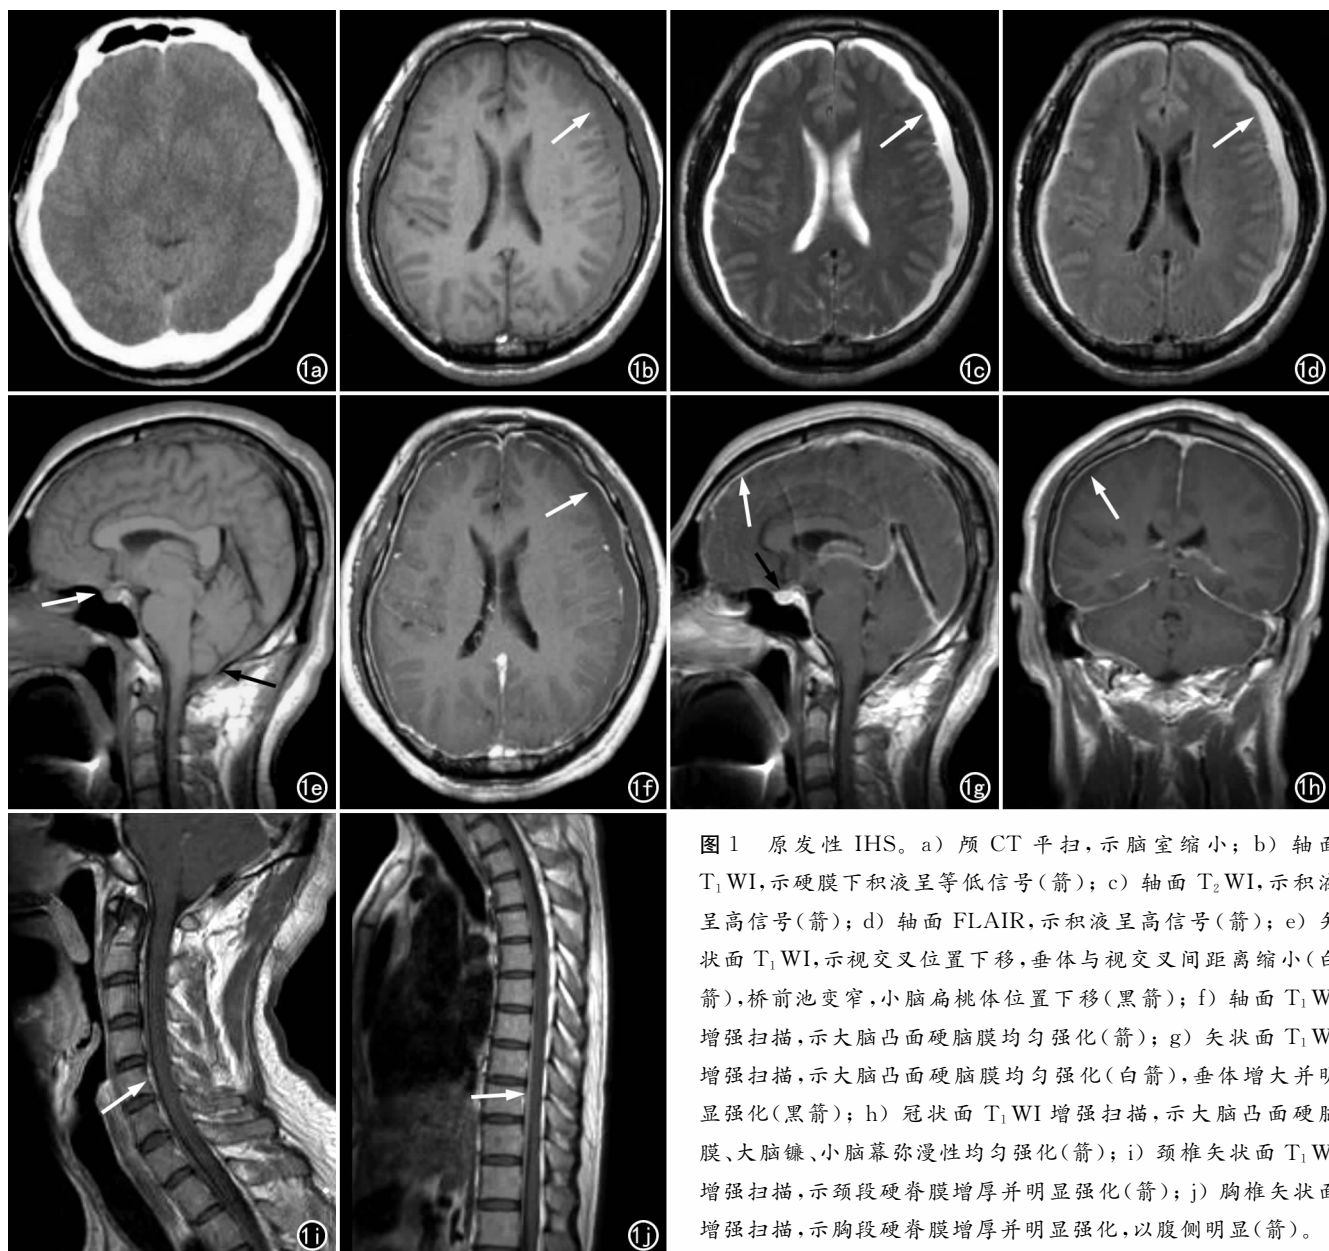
原发性 IHS。a) 颅 CT 平扫, 示脑室缩小; b) 轴面 T_1 WI, 示硬膜下积液呈等低信号(箭); c) 轴面 T_2 WI, 示积液呈高信号(箭); d) 轴面 FLAIR, 示积液呈高信号(箭); e) 矢状面 T_1 WI, 示视交叉位置下移, 垂体与视交叉间距离缩小(白箭), 桥前池变窄, 小脑扁桃体位置下移(黑箭); f) 轴面 T_1 WI 增强扫描, 示大脑凸面硬脑膜均匀强化(箭); g) 矢状面 T_1 WI 增强扫描, 示大脑凸面硬脑膜均匀强化(白箭), 垂体增大并明显强化(黑箭); h) 冠状面 T_1 WI 增强扫描, 示大脑凸面硬脑膜、大脑镰、小脑幕弥漫性均匀强化(箭); i) 颈椎矢状面 T_1 WI 增强扫描, 示颈段硬脊膜增厚并明显强化(箭); j) 胸椎矢状面增强扫描, 示胸段硬脊膜增厚并明显强化, 以腹侧明显(箭)。
